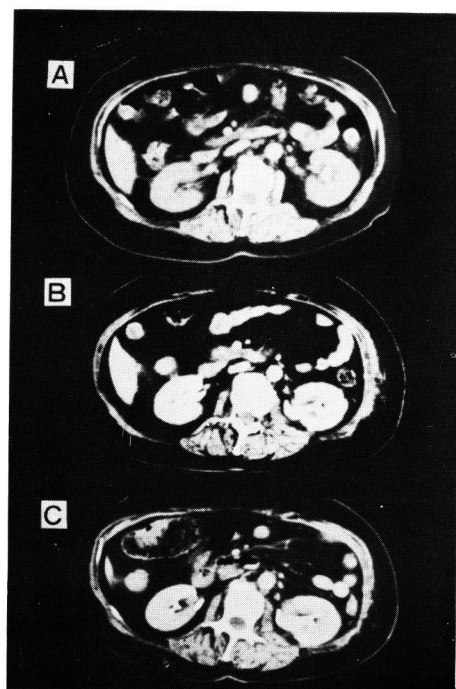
CT findings of the cases treated by the new procedure. Only a slight depression is seen in the healed incision. A: before operation (plain), B: 2 weeks after operation (enhanced), C: 2 months after operation (enhanced).
